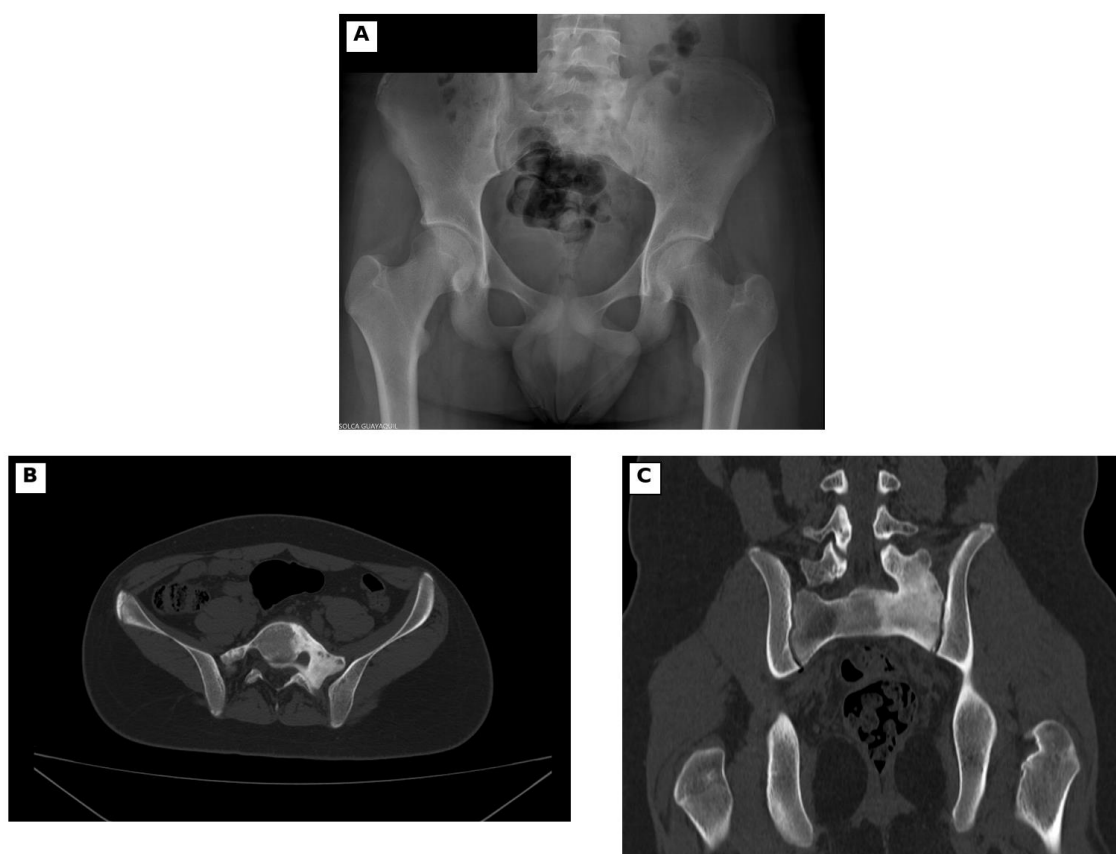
Estudios estructurales de pelvis del 31 de octubre de 2023. A) Radiografía anteroposterior de pelvis con incremento de la densidad ósea lumbosacra izquierda. B) Corte axial y C) corte coronal de tomografía computarizada, que muestran esclerosis y fusión en la unión lumbosacra izquierda.
